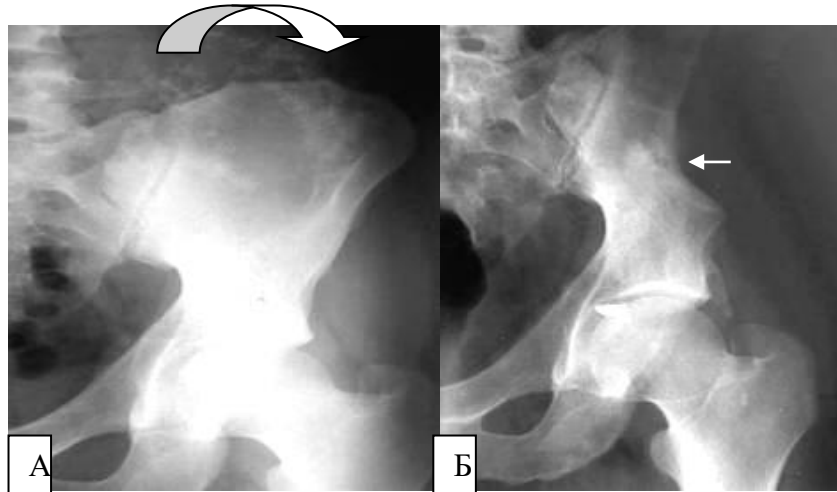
Рентгенограми в прямій проекції в динаміці. Центральна хондросаркома до (А) і після операції (Б) – у крилі лівої клубової кістки визначається велика ділянка деструкції, оточена по периферії кільцеутворюючими вапняними включеннями. Після операції частина з них візуалізується в частково резектованій кістці.
